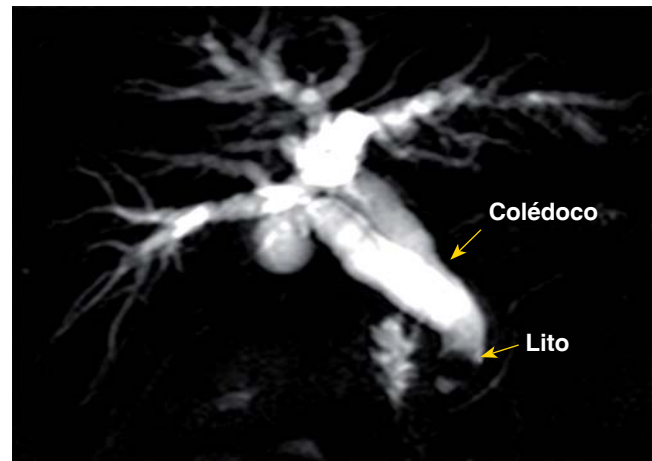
Imagen de colangiopancreatografía por resonancia magnética del mismo paciente; muestra de mejor manera la dilatación biliar intra- y extrahepática secundaria a lito en el tercio distal del colédoco.
